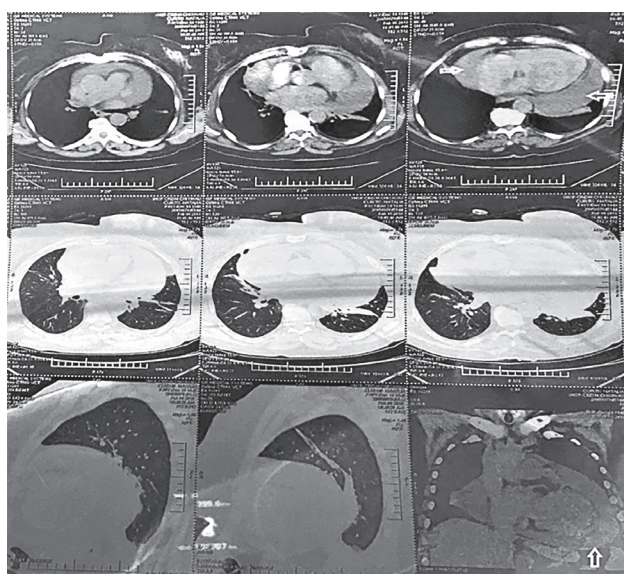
Tomografia computerizată a cutiei toracice în regim pulmonar și mediastinal.
